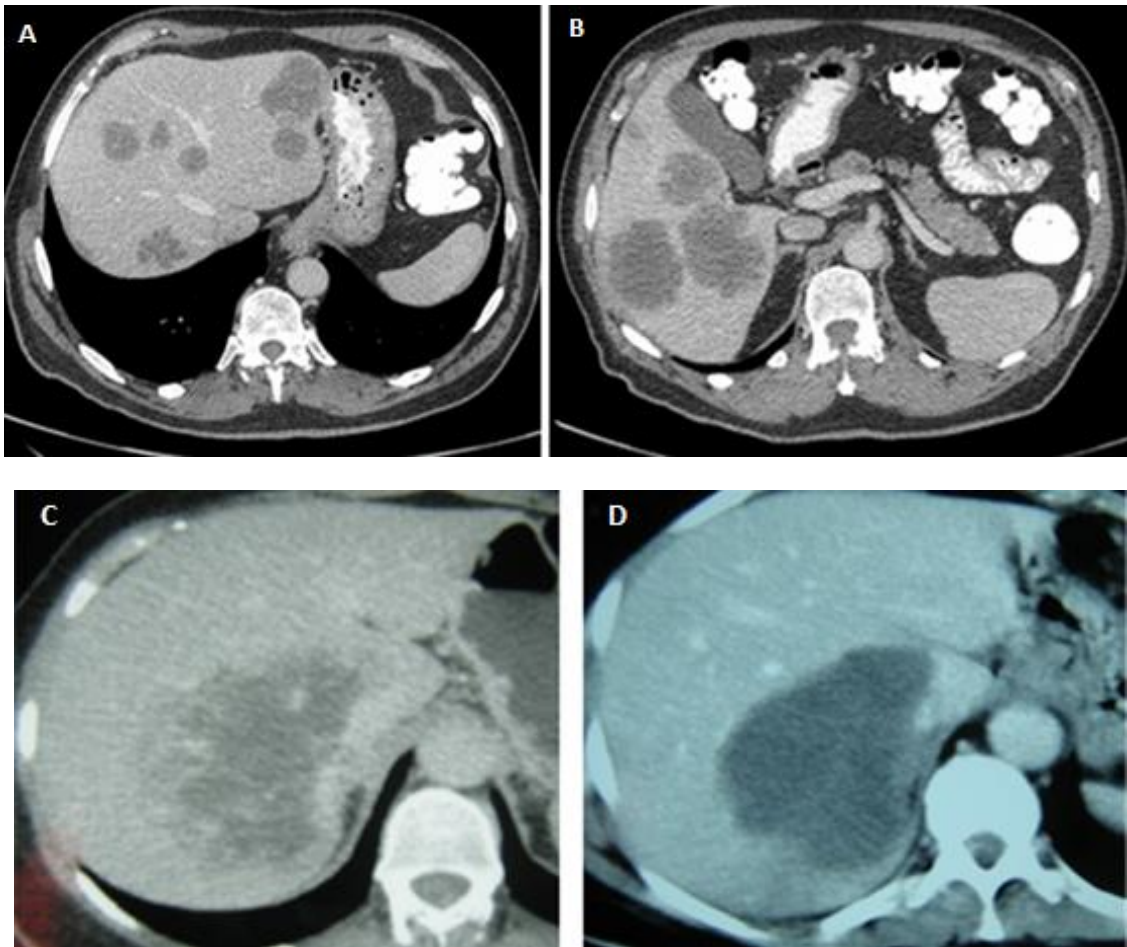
Imágenes de TC de pacientes incluidos en la serie que presentan MHCCR bilobares múltiples (A y B) y únicas y de gran tamaño (C y D).
